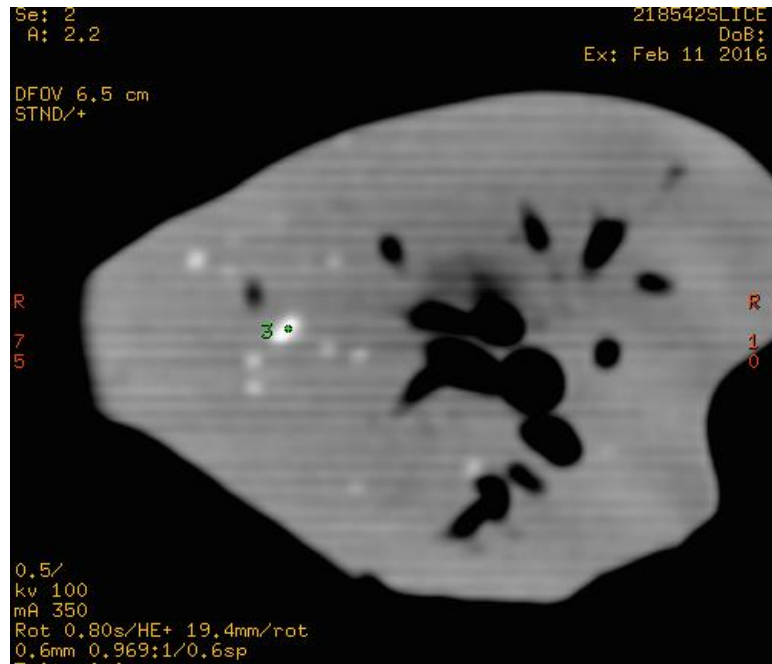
TC. Imagen nodular calcificada tipo III
